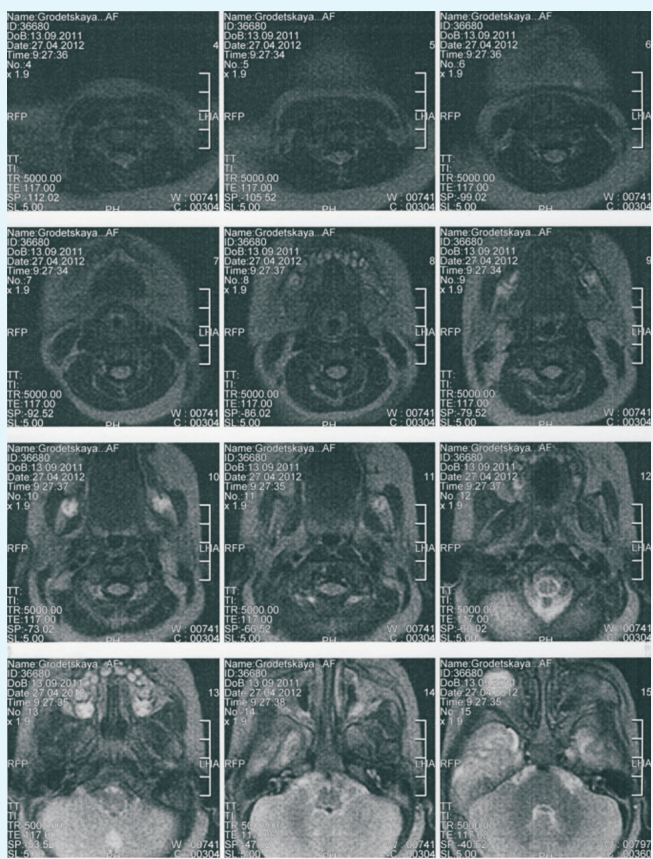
Данные МРТ головного мозга и шеи после 6-месячного курса терапии анаприлином
